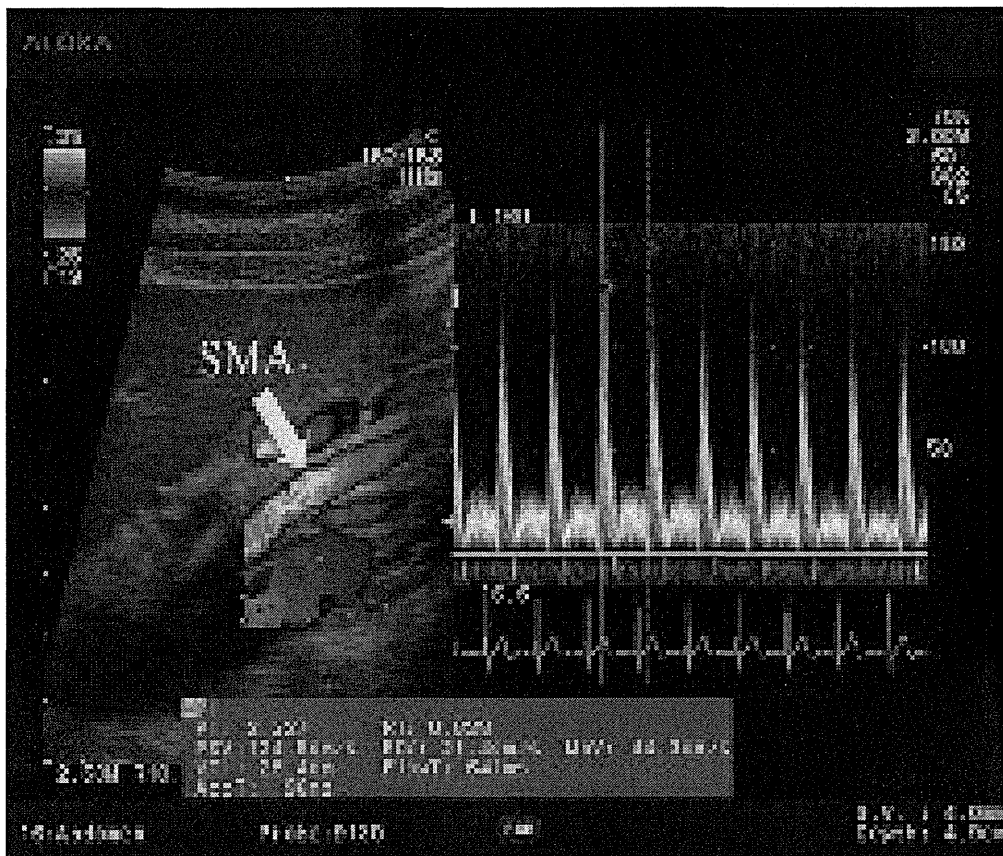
超音波検査画面 上腸間膜動脈の血流速度は、パルスドップラー法で計測した
